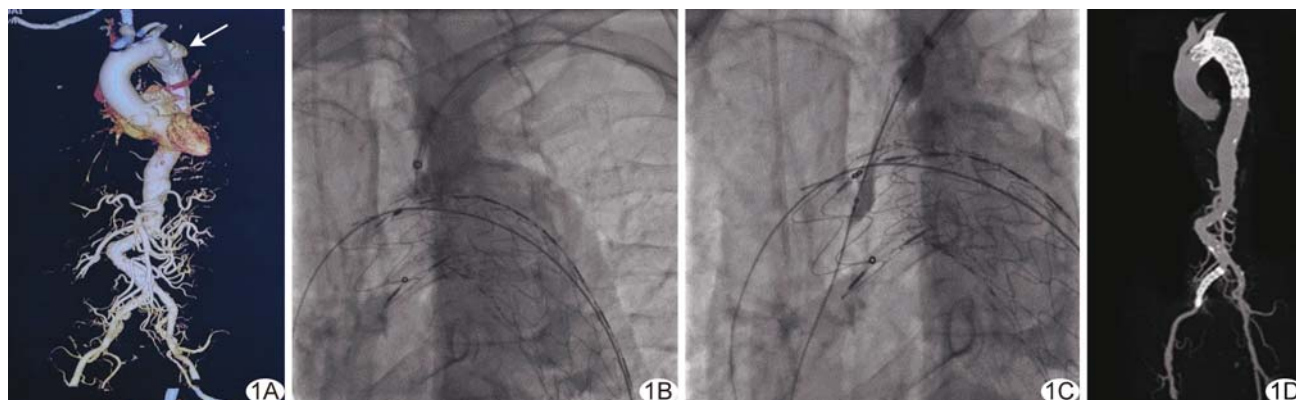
患者男, 65 岁, 胸主动脉弓夹层 A. 主动脉 CTA 重建图像示主动脉弓夹层(箭)距左锁骨下动脉距离 12 mm; B. 引入 Futhrough™ 主动脉覆膜支架破膜系统进行穿刺破膜; C. 于左锁骨下动脉植入 Fluency 自膨式覆膜支架; D. 术后 6 个月复查主动脉 CTA 显示主体支架和分支支架位置形态良好, 无内漏发生
